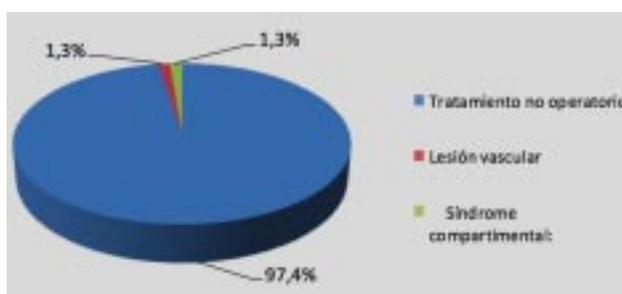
Distribución de pacientes por tratamiento realizado posterior a la evaluación ultrasonográfica y doppler.
